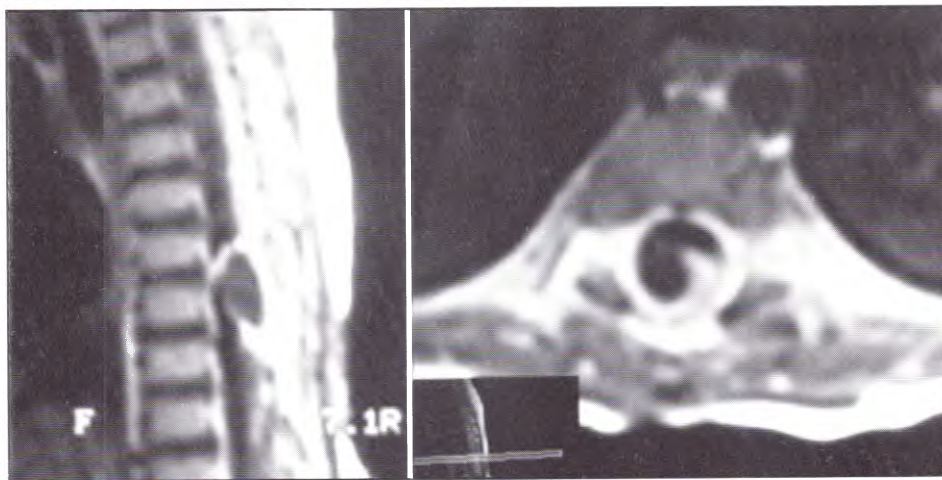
IRM en T1 a los 16 meses de edad. A. Corte sagital. B. Corte axial.
